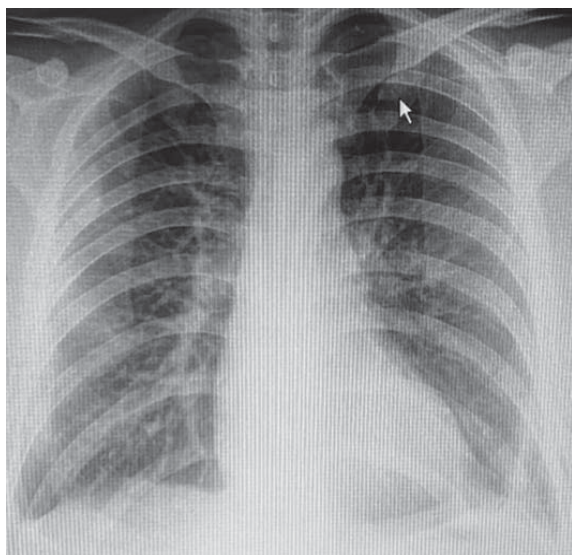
Рентгенографія ОГП від 27.09.21
